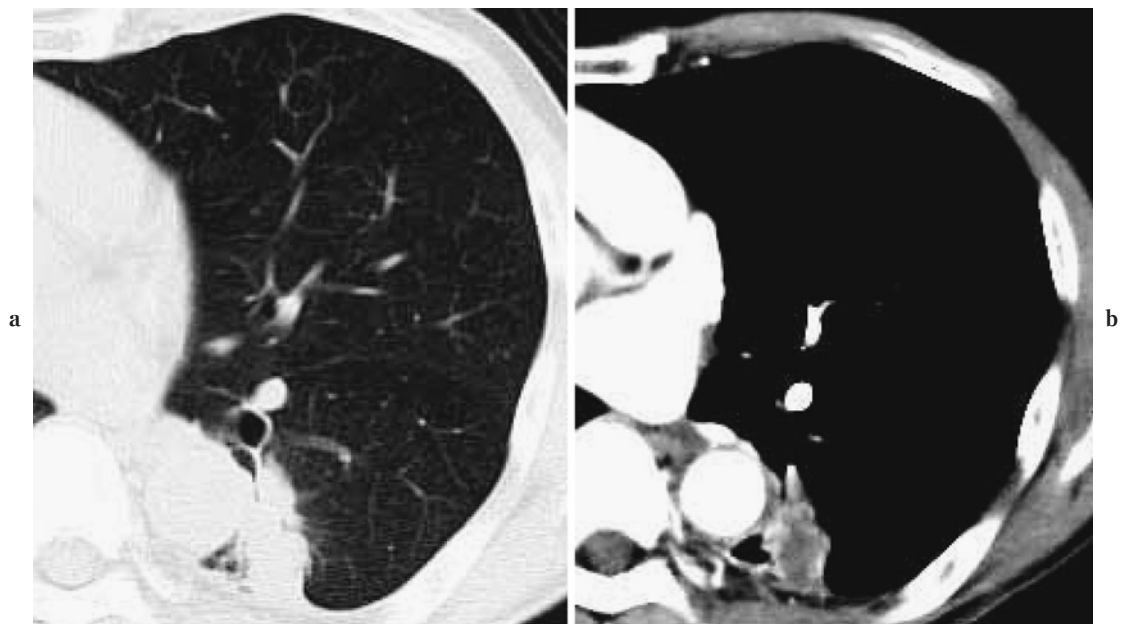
Chest CT on admission in November 2004 shows a tumor shadow beside the pulmonary artery and bronchus.
